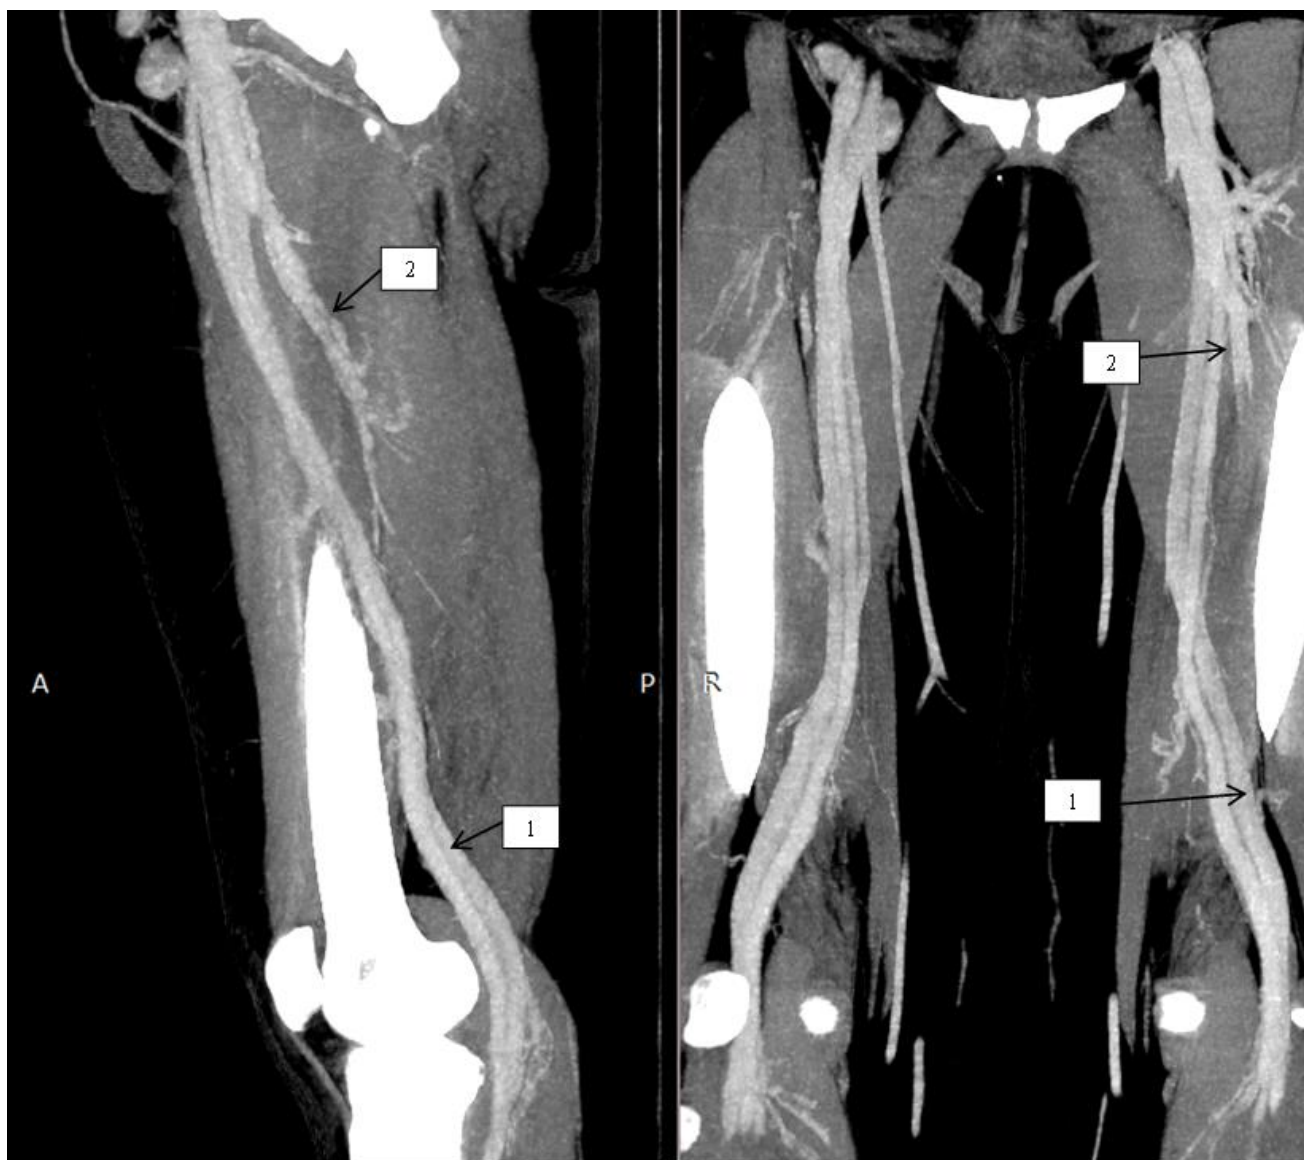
КТ флебограмма (НУ более 150)
